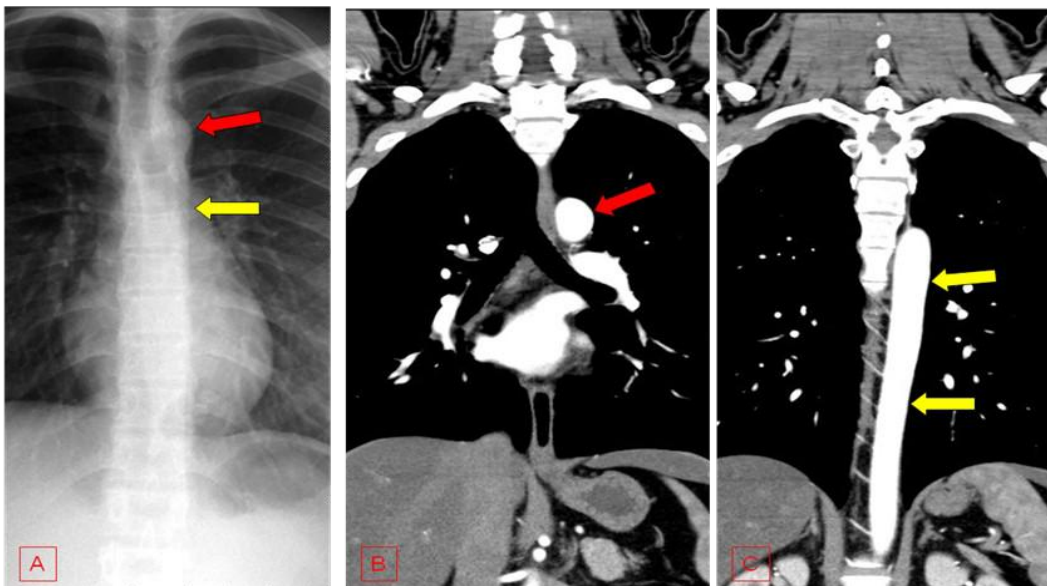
As margens esquerdas da aorta podem ser vistas em radiografias dos tórax (fig. 14A) por sua proximidade com o pulmão adjacente. Nos cortes de TC coronais (14B e 14C) mostram a relação da aorta com o pulmão e também com as demais estruturas mediastinais. As setas vermelhas apontam para a croça da aorta e as setas amarelas para o seu segmento descendente.
